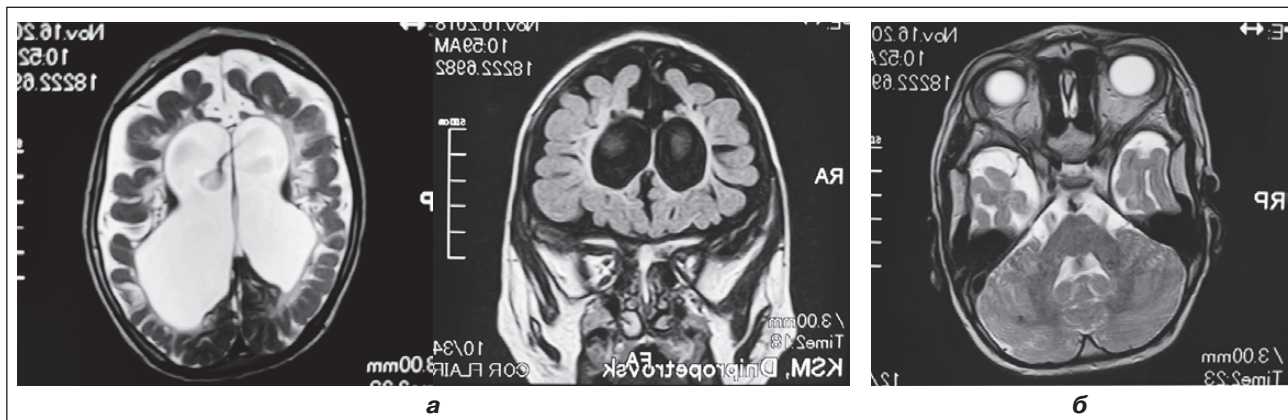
МРТ головного мозку пацієнта Г., що демонструє вентрикуломегалію, демієлінізацію й атрофію кори головного мозку (горизонтальна проєкція, T2-зважений режим) (а; зліва), гіпогенезію мозолистого тіла та перивентрикулярний гліоз (коронарна проєкція, режим FLAIR) (а; справа) та кісти в полюсах скроневих часток (коронарна проєкція, режим FLAIR) (б)
